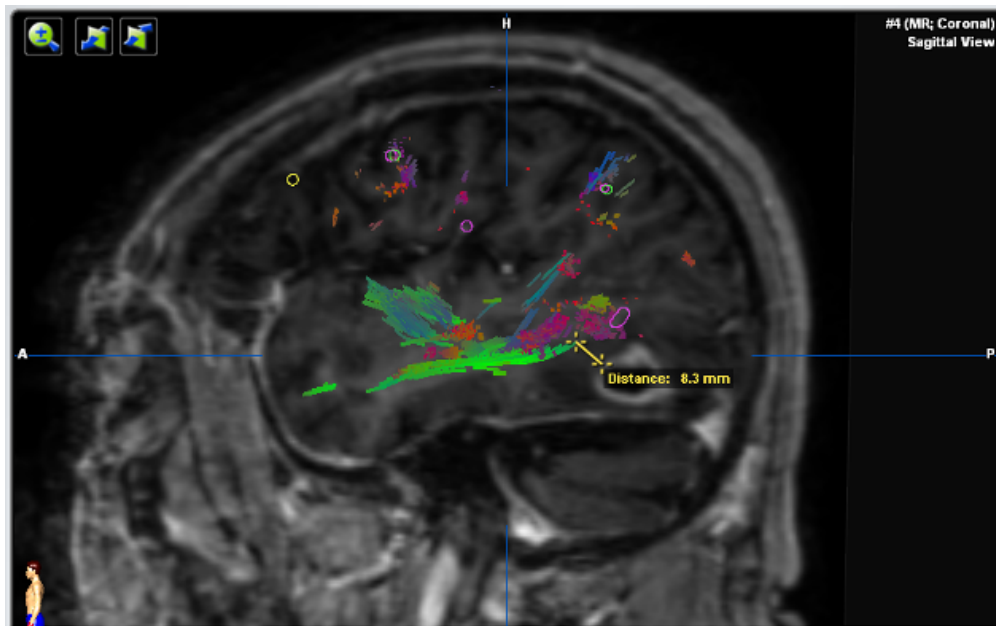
LTD-Messung zum AF bei einer FA von 0,15 und einer MFL von 100 mm, sagittale Ansicht einer T1-gewichteten MRT-Sequenz nach Kontrastmittelgabe. Der LTD (gelbe Linie) beträgt 8,3 mm. Quelle: eigene Abbildung.
